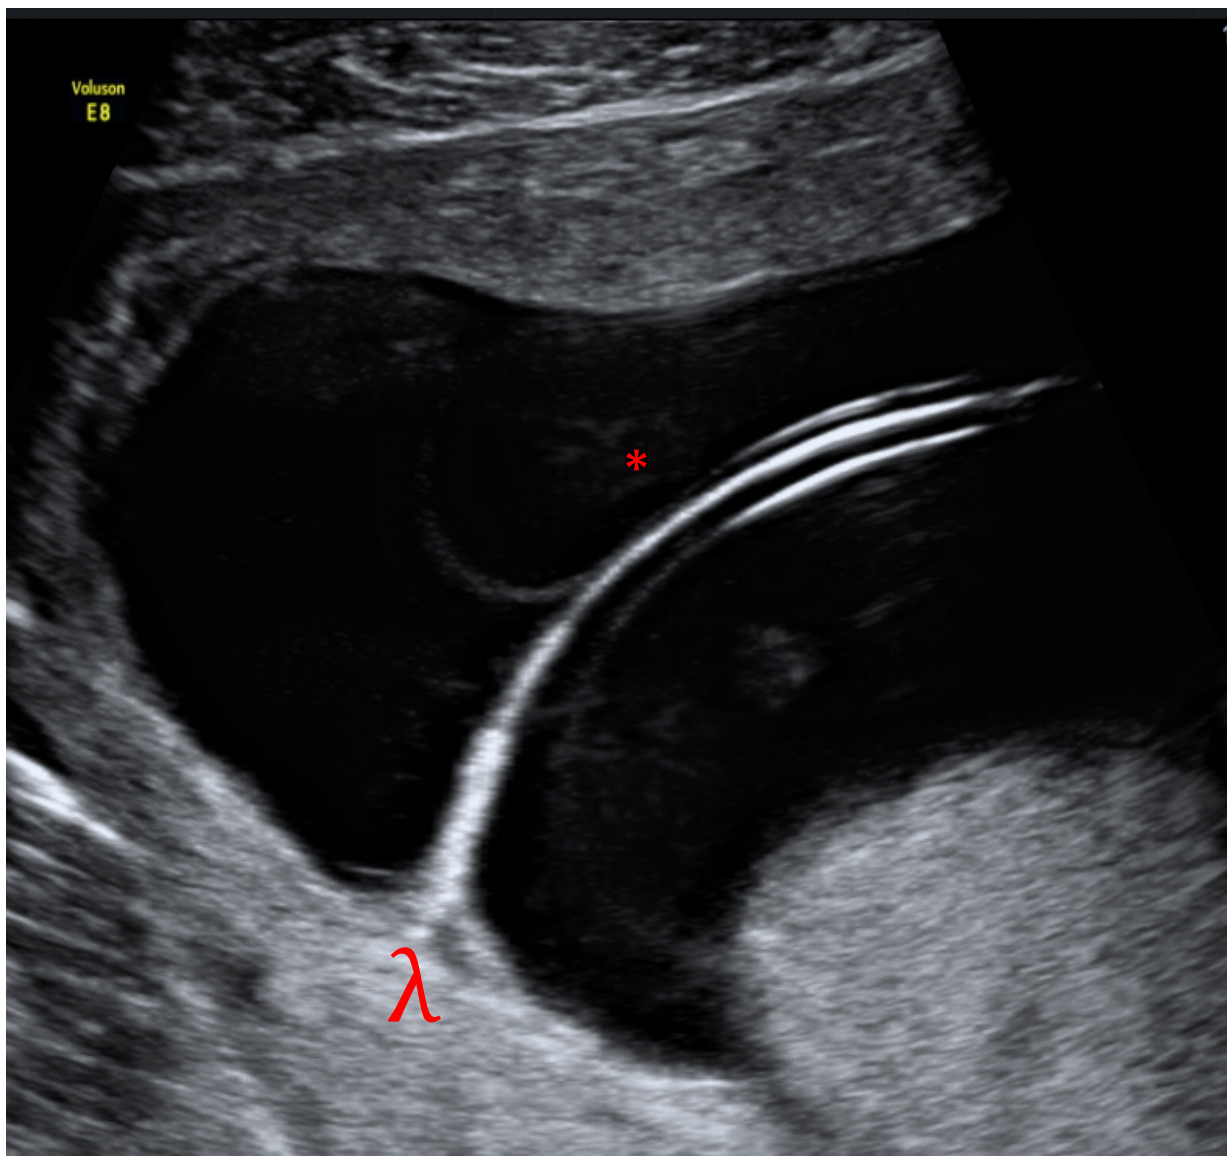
Sonographisches λ -Zeichen bei dichorial-diamnialen Gemini (*mit vierschichtiger Trennmembran).
